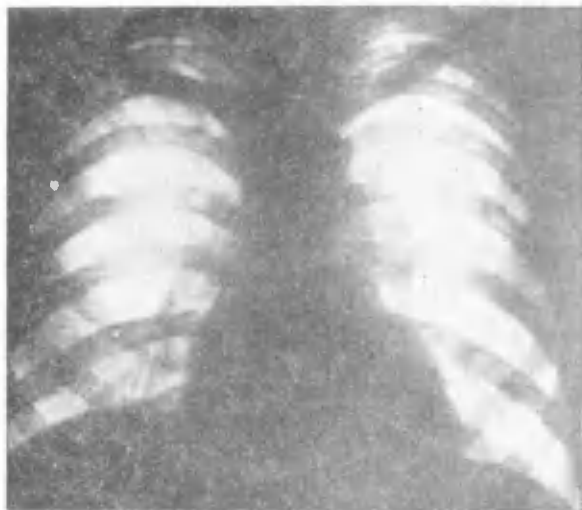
Рентгенограмма сердца больного Ч. Диагноз: клапанный стеноз легочной артерии. Выбухание в области 2-й дуги.
